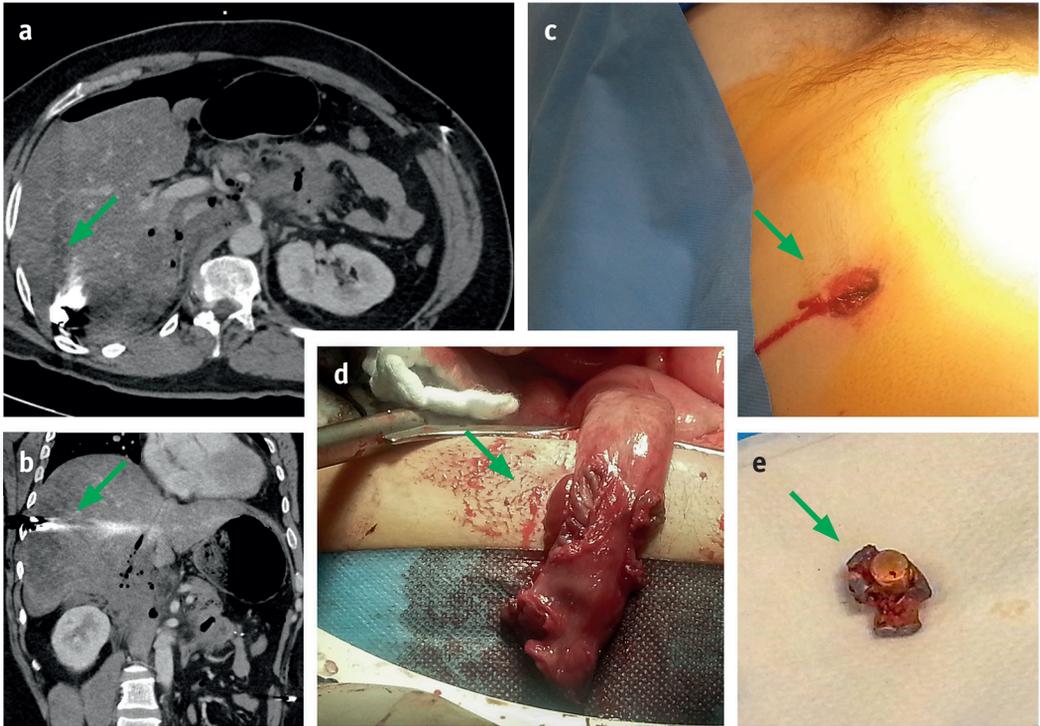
Abdominelle Schussverletzung in der CT in Transversalebene (a) und Frontalebene (b) dargestellt. Klinisches Bild des Einschusses (c), intraoperativer Befund mit Verletzung des Dünndarms (d), intraoperativ entferntes Projektil (e)
